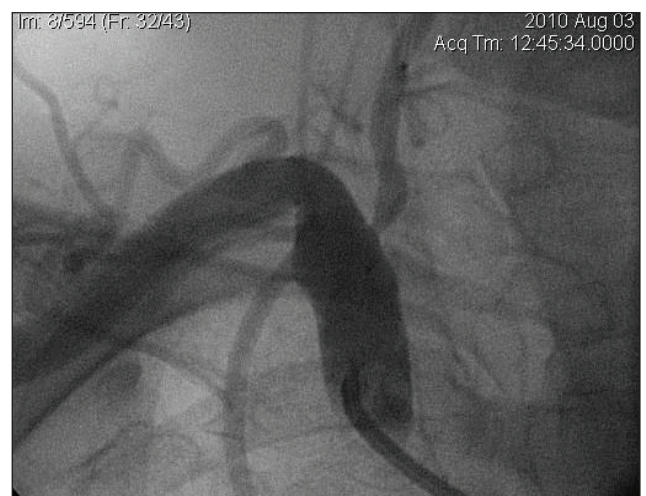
Рентгеноконтрастна ангіографія хворої Д. Візуалізується S-подібний “кінкінг” правої ХА зі стенозом І сегмента
